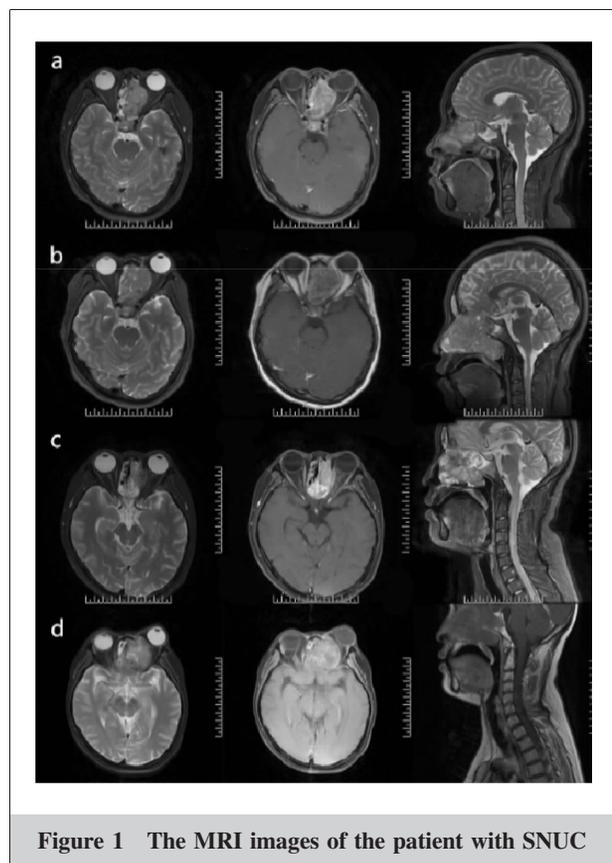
The MRI images of the patient with SNUC
